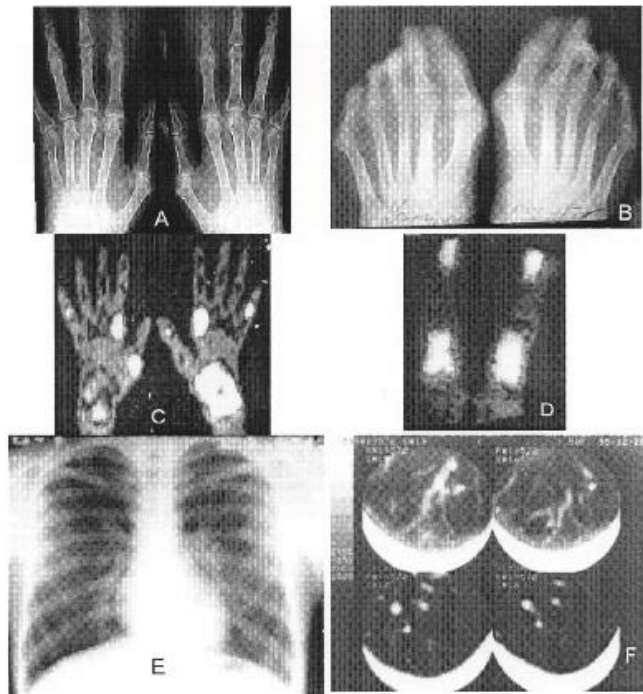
A,B* – Radiografia standard a mâinilor și plantelor: osteoporoză intraarticulară, îngustarea spațiilor articulare MC, MCF, RC, MTF. Concluzie – AR gr. II-III;
